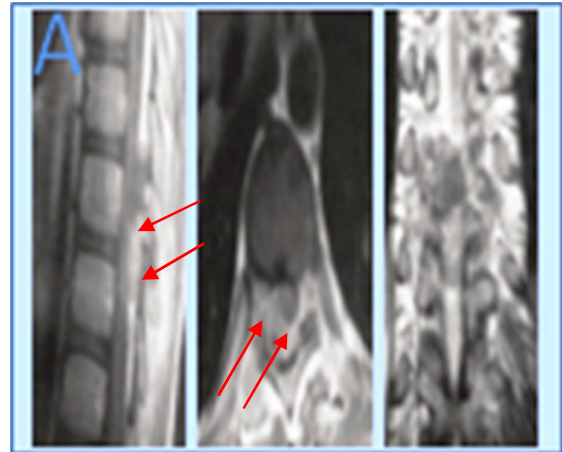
IRM médullaire en coupes sagittale, axiale et coronale, montrant la masse épidurale. Compression médullaire postérieure en D8-D9 (Flèche ↙)
